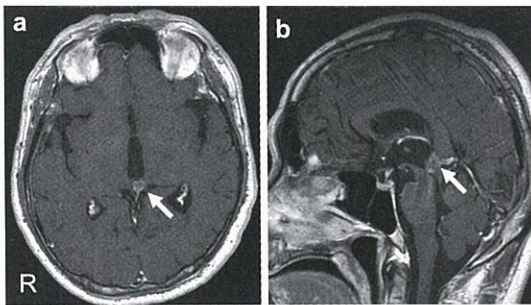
術前MRI (T1造影) a水平断、b矢状断
